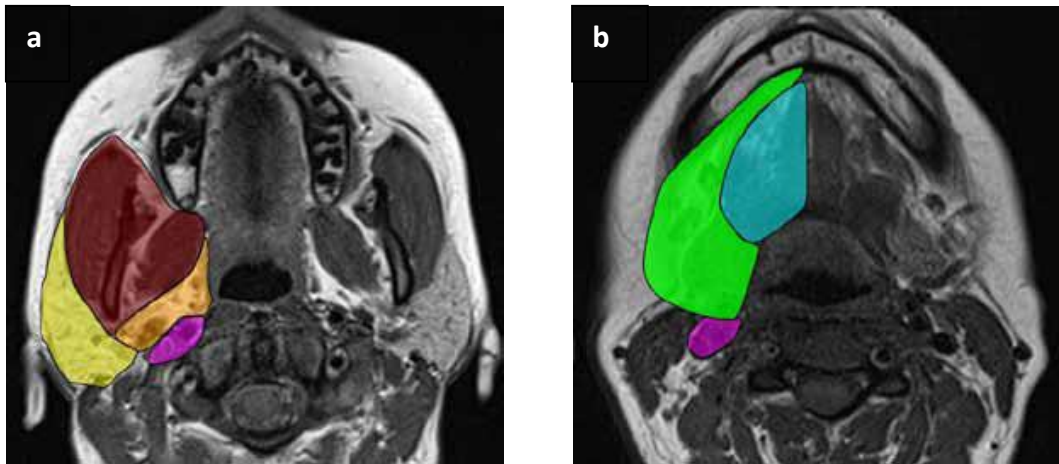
Axiale CT-Aufnahmen mit rechtsseitiger anatomischer Darstellung von einigen wichtigen tiefen Halslogen. (a) Mastikattorraum (braun), Parotisloge (gelb), prästyloider Parapahryngealraum (orange), Karotisraum (lila); (b) Submandibularraum (hellgrün), Sublingualraum (hellblau) (HEDGE et al. 2012, S. 305).
